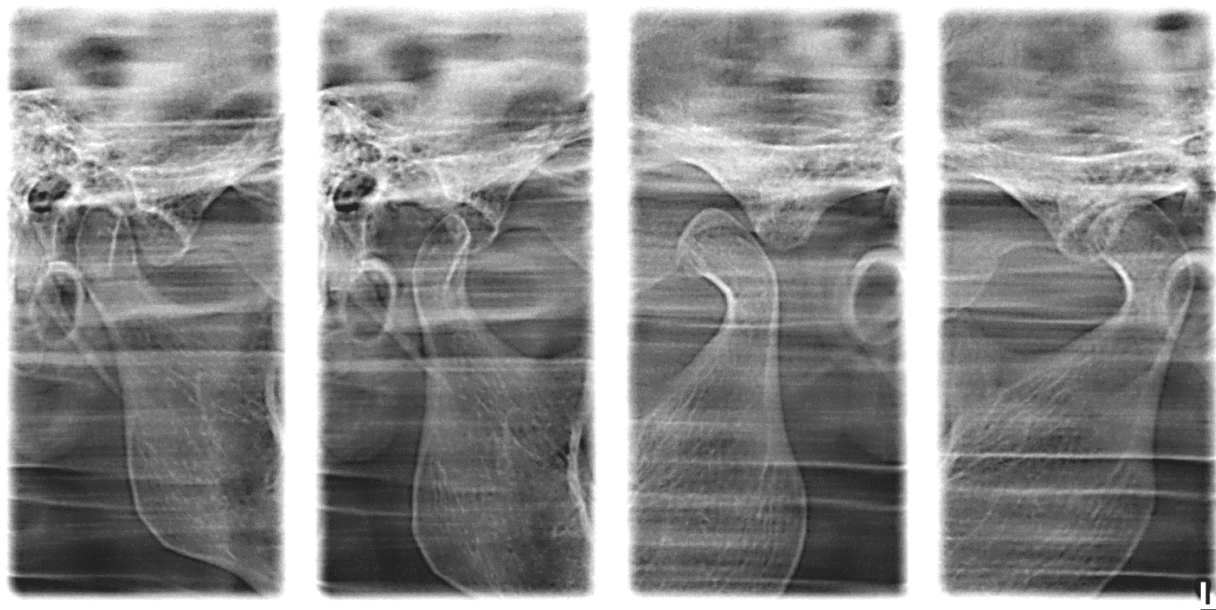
Прицельные рентгенограммы ВНЧС больной С., 39 лет. Диагноз: компрессионно-дислокационная дисфункция ВНЧС – компрессия справа, дислокация слева. Левая суставная головка по размерам в 1,5 раза превышает правую.
